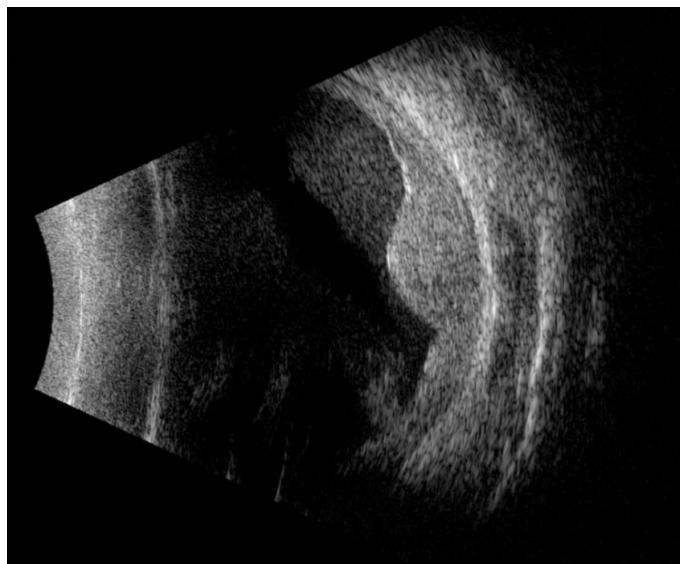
Ecografía modo B. Lesión cupuliforme de contenido heterogéneo.
